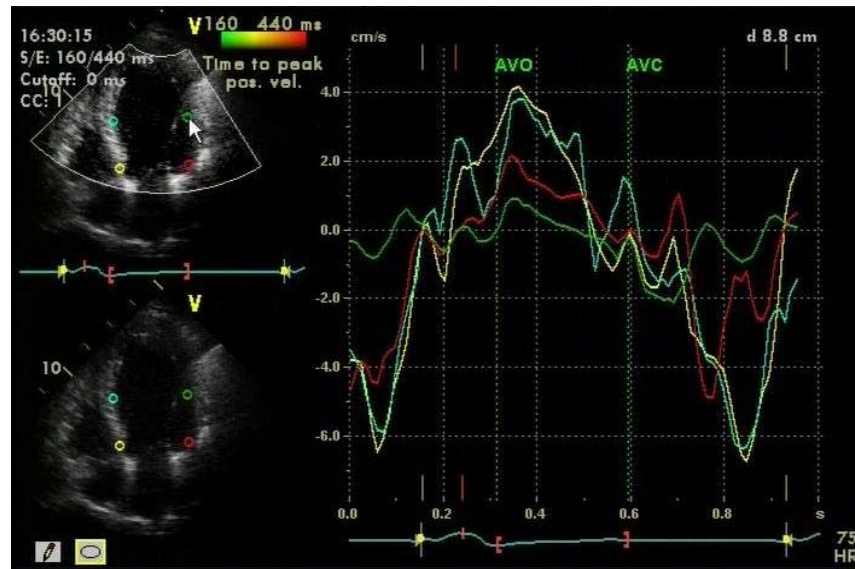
Exame do paciente nº 55. Técnica da TSI mostrando sincronismo de contração através das curvas dos picos sistólicos máximos obtidos nas porções basal e medial das paredes ínfero-septal e ântero-lateral, corte apical 4C. AVO: abertura da valva aórtica; AVC: fechamento da valva aórtica.
